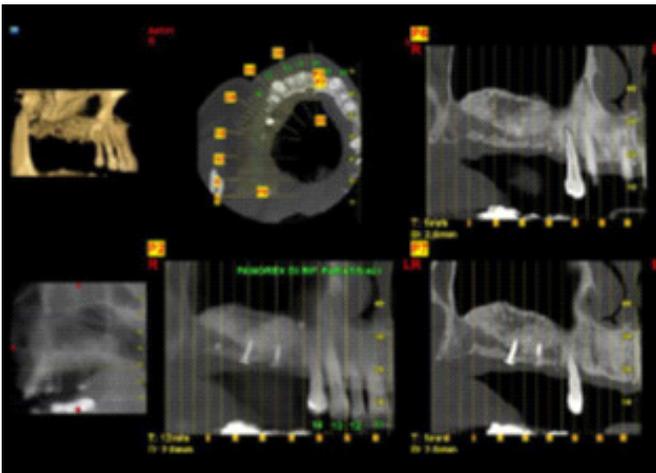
L'immagine TC Cone Beam a sei mesi mostra le quote di osso innestate ed in fase di maturazione insieme ai sistemi di fissaggio e sostegno della membrana riassorbibile.
